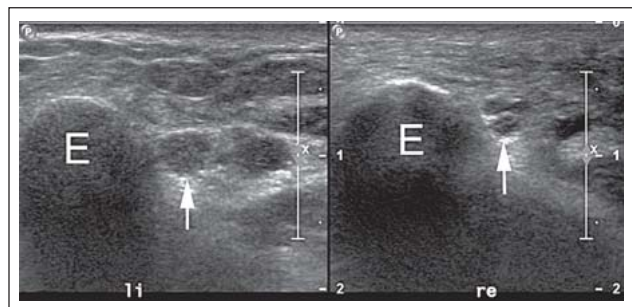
Sonographischer Querschnitt durch den Sulcus nervi ulnaris bei einem Patienten mit posttraumatischer Ulnarisparese. Im Seitenvergleich ist der Nervus ulnaris (Pfeil) der betroffenen linken Seite (li) deutlich ödematös aufgetrieben, bei Verlust der faszikulären Gliederung. E: Epicondylus medialis numeri.
